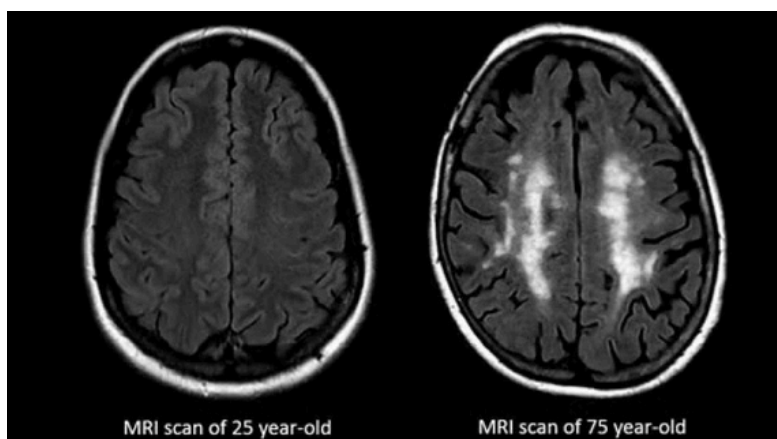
En la imagen izquierda, se muestra una resonancia magnética del cerebro de una persona joven. En la imagen derecha, se muestra una resonancia magnética cerebral de una persona de 75 años. A medida que envejecemos la materia blanca se degenera. Esta degeneración está asociada a un declive cognitivo y a demencia
